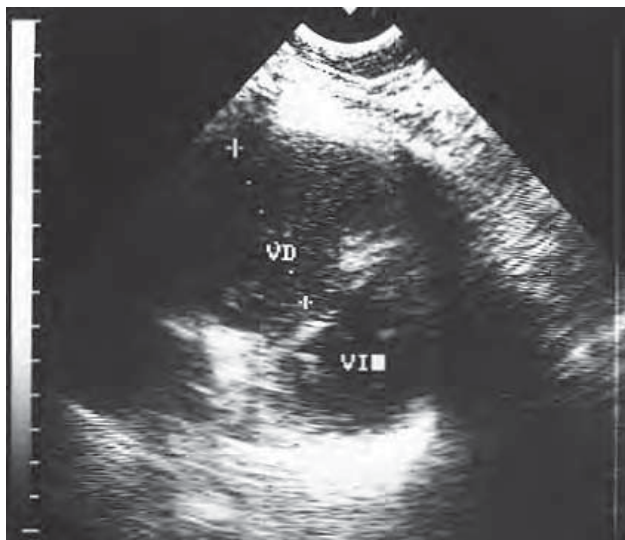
/1. Ecocardiograma transtorácico. Plano paraesternal transversal de los ventrículos. Severa dilatación del ventrículo derecho (50 mm). Signos de sobrecarga de presión (aplanamiento sistólico del tabique interventricular con forma en D del ventrículo izquierdo).
